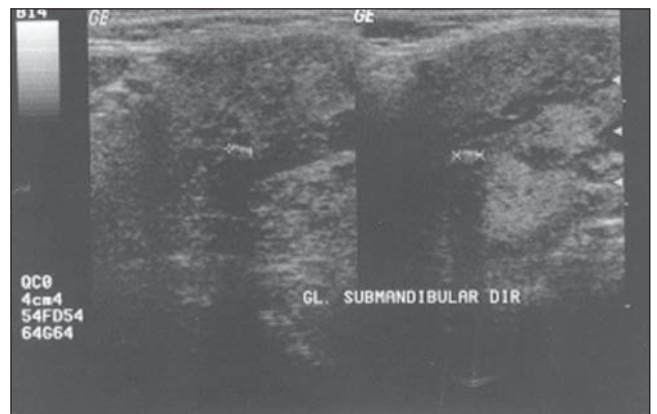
Ultra-sonografia da glândula submandibular de outro paciente evidenciando cálculo.
